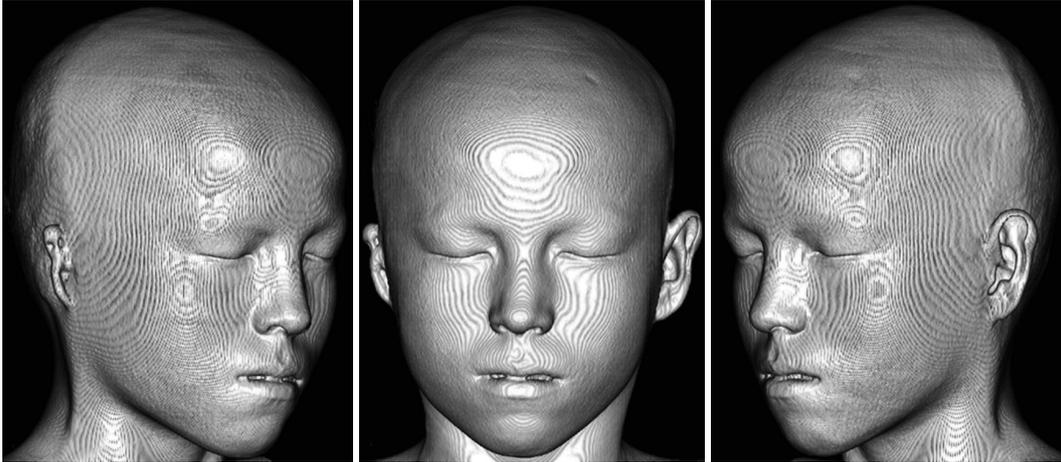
일측성 소이증 환자의 안면부 3D CT 영상. 우측 소이증 환자의 안면부 CT를 영상분석 프로그램을 이용해 환자의 피부 윤곽이 잘 표현 되도록 opacity, brightness, contrast 등을 조절하고, 불필요한 부분은 삭제하였다.
